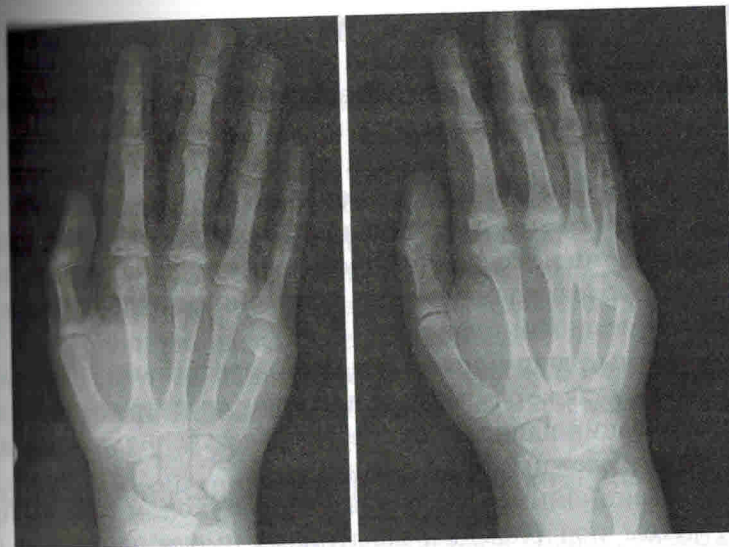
Рентгенограммы перелома V пястной кости
